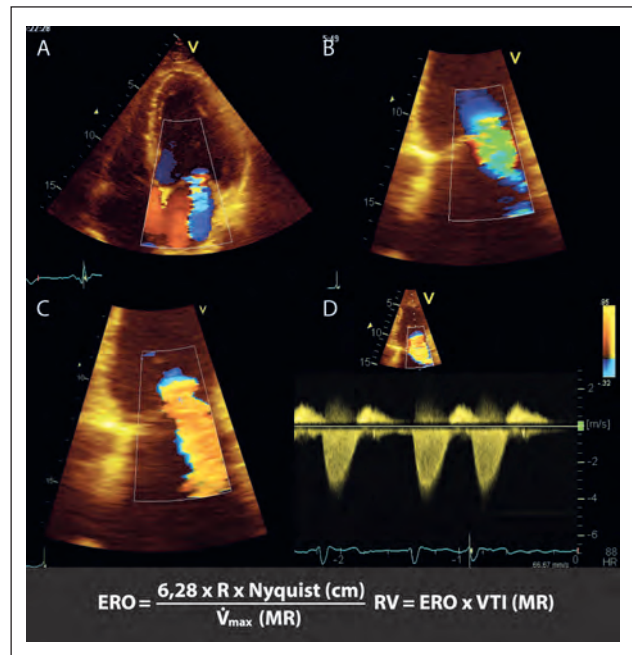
PISA- (Konvergenz-) Methode bei MR. Darstellung der MR im (A) Vierkammerblick, (B) Zoom, (C) Absenken der Nulllinie und Messung des Radius, (D) Messung der MR mit CW-Doppler.
